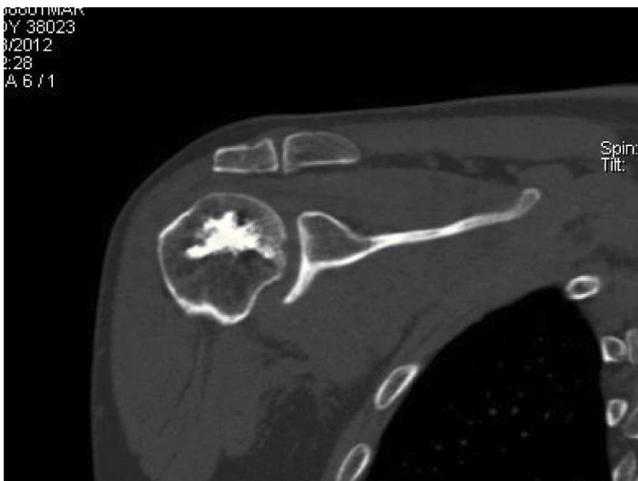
Imagen de corte axial de tomografía computarizada de hombro derecho tomada 2 años después de la cirugía; se ve la adecuada reducción y la consolidación de la fractura, con reabsorción parcial del cemento óseo.
